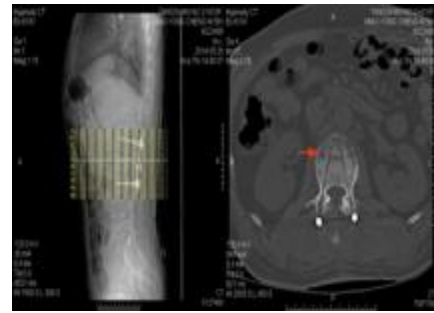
术后伤椎 CT 扫描 (箭头指示植骨通道)
